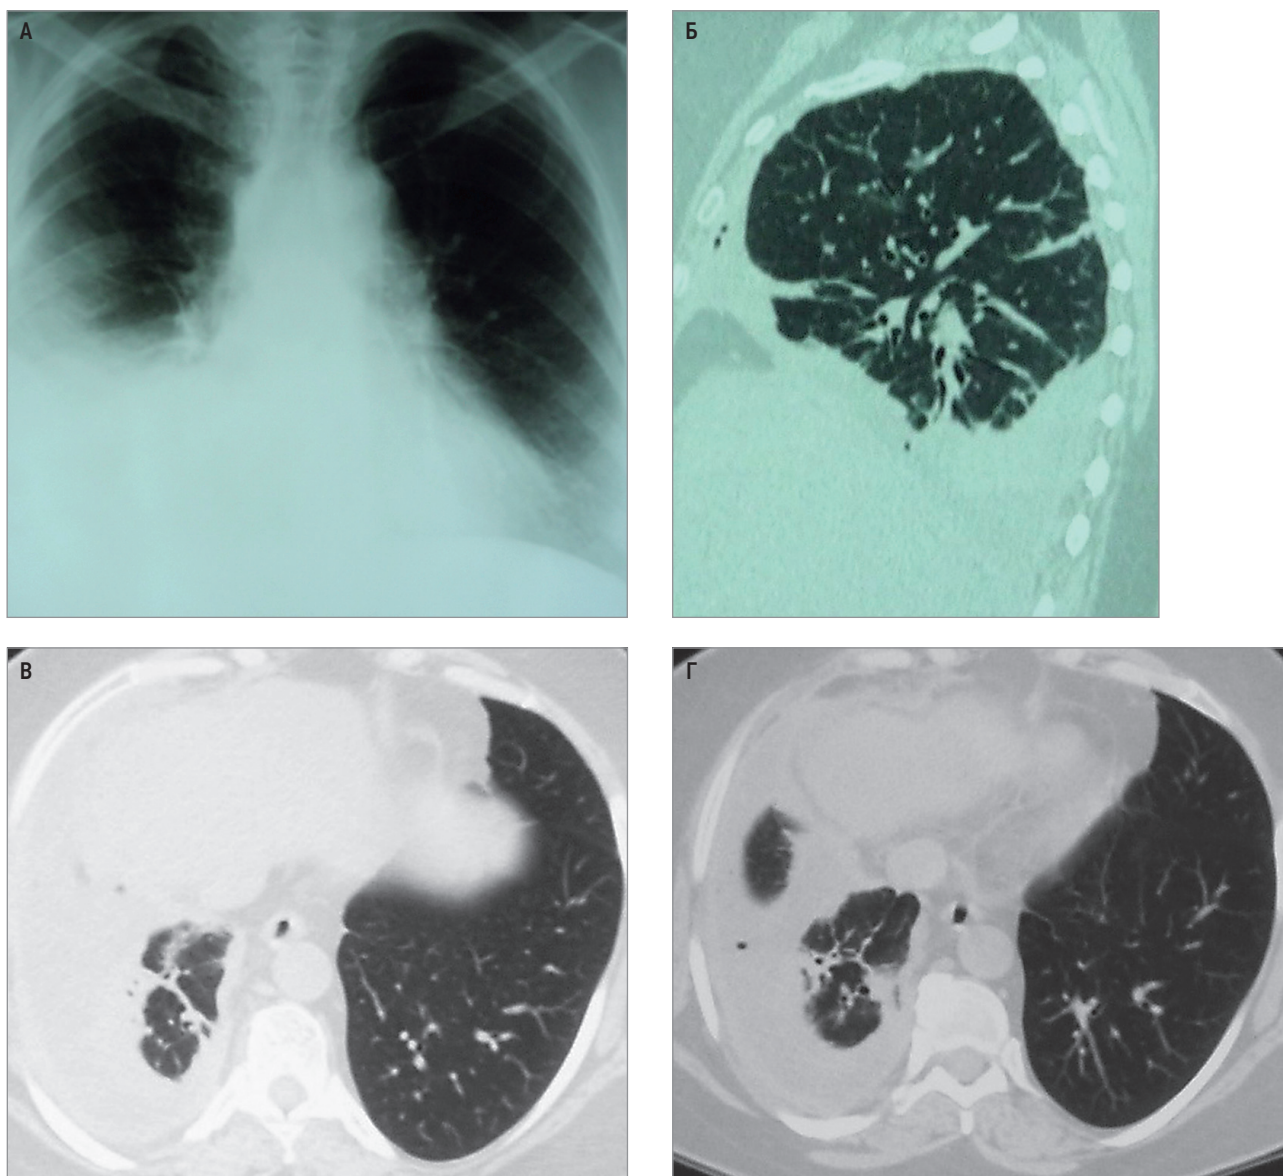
Диффузная злокачественная мезотелиома плевры правого гемиторакса у пациентки 55 лет: А – рентгенография; Б–Г – компьютерная томография
